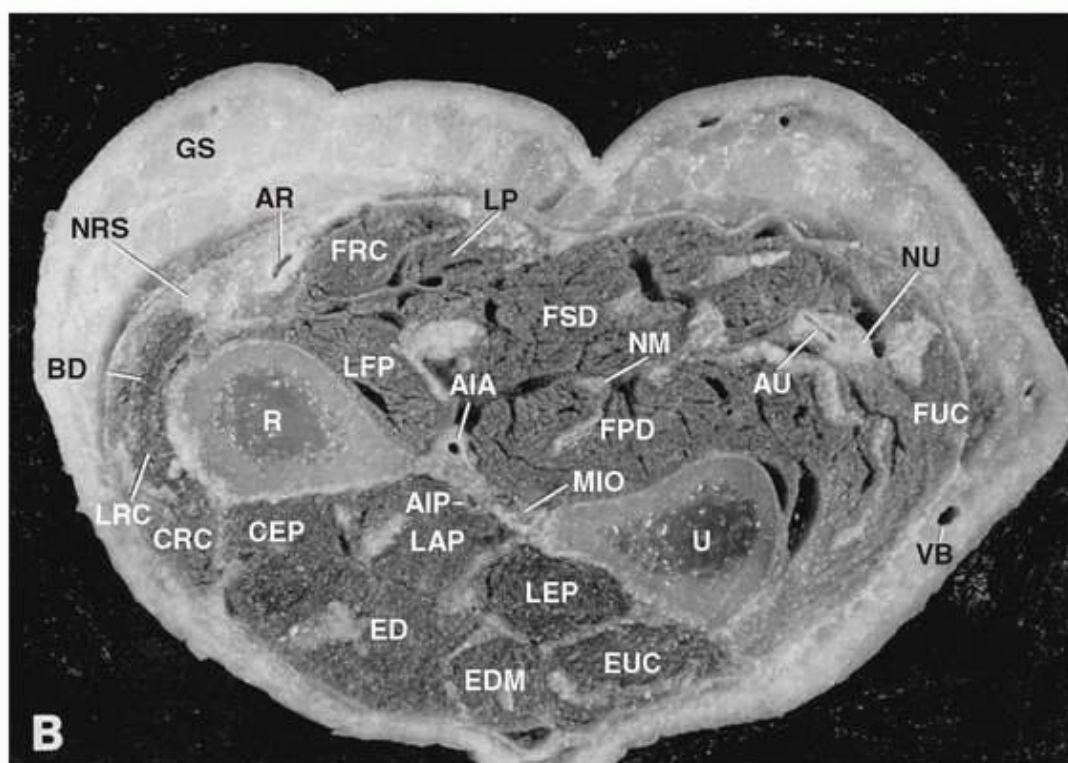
Coupe transversale de l'avant-bras droit d'un cadavre. Reproduit avec la permission de Barrett, CP ; Poliakoff, SJ ; Holder, LE ; *et al. Primer of Sectional Anatomy with MRI and CT Correlation*, 2^e édition. Baltimore : Williams & Wilkins ; 1994.
